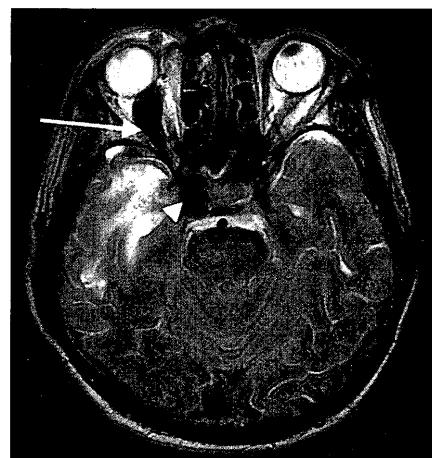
T2-weighted magnetic resonance image (MRI) showed a markedly dilated right superior ophthalmic vein (arrow) and left cavernous sinus (arrow head). Right temporal lobe contusion was also demonstrated.
